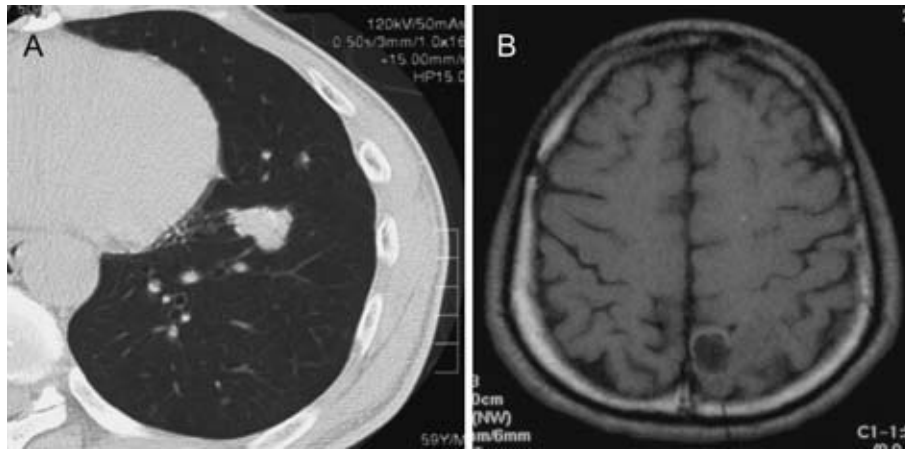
Chest CT and brain MRI scans of large cell neuroendocrine carcinoma of Case 5. A. High-resolution CT scan showing a well-defined, lobulated nodule containing punctuate calcifications. B. T₁-weighted MRI scan showing a metastatic brain tumor with ring enhancement in the left parietal lobe.
